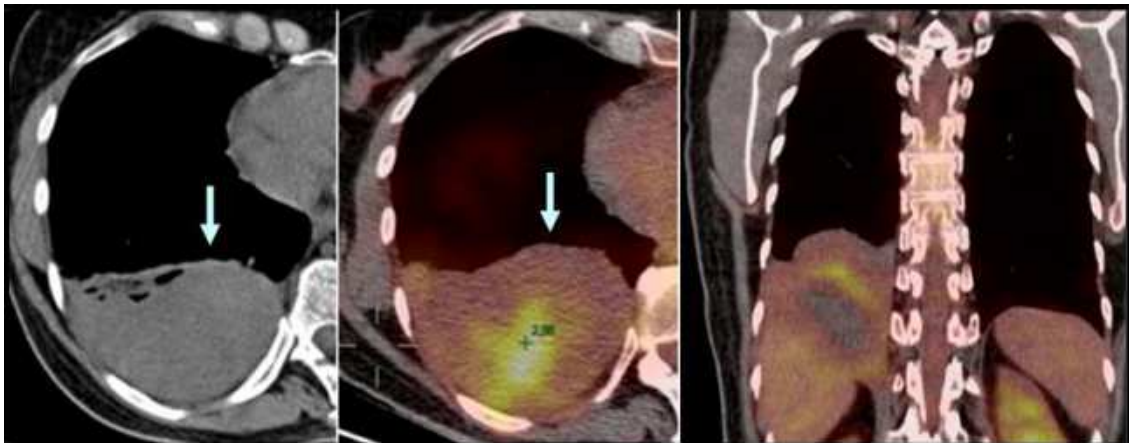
Tomographie par émission de positons au 18FDG. TFS maligne (flèches) avec hypermétabolisme [9].
